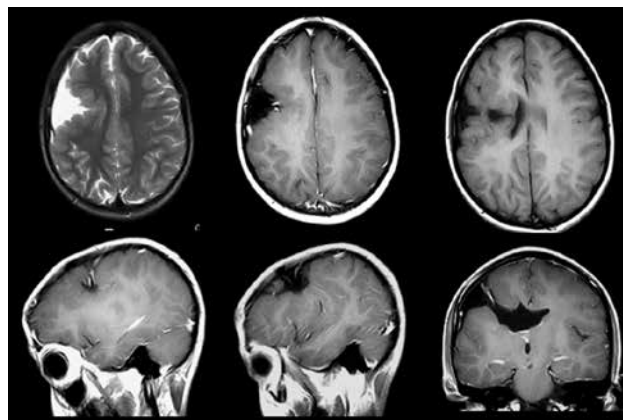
RM com cortes coronais nas sequências ponderadas em T1 demonstrando presença de polimicrogiria e esquizencefalia à esquerda.
